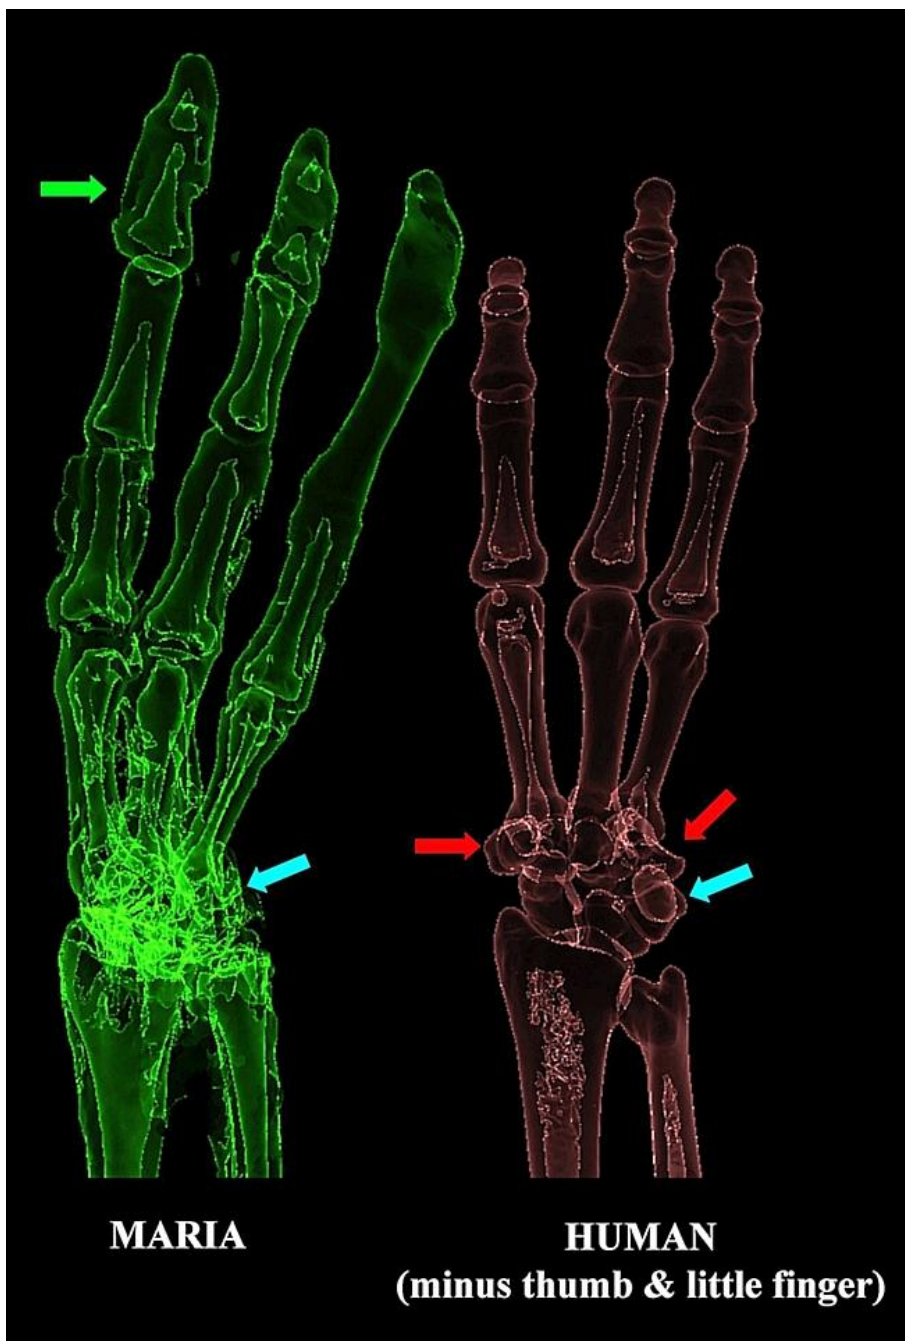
Comparación de TC 3D en semitransparencia de la mano derecha de María (izquierda) y de un humano moderno (derecha) con eliminación por software del pulgar y el meñique para simular una mano de 3 dedos con fines de comparación. Nótese los huesos carpianos sobresalientes (flechas rojas), es decir, el trapezio y el ganchoso en el humano. El pisiforme (flechas azules) en María parecía mucho más pequeño en relación con el humano. En el humano, los dedos muestran un tamaño progresivamente menor hacia distal, pero en María, el segmento S4 (flecha verde) parecía particularmente prominente.
